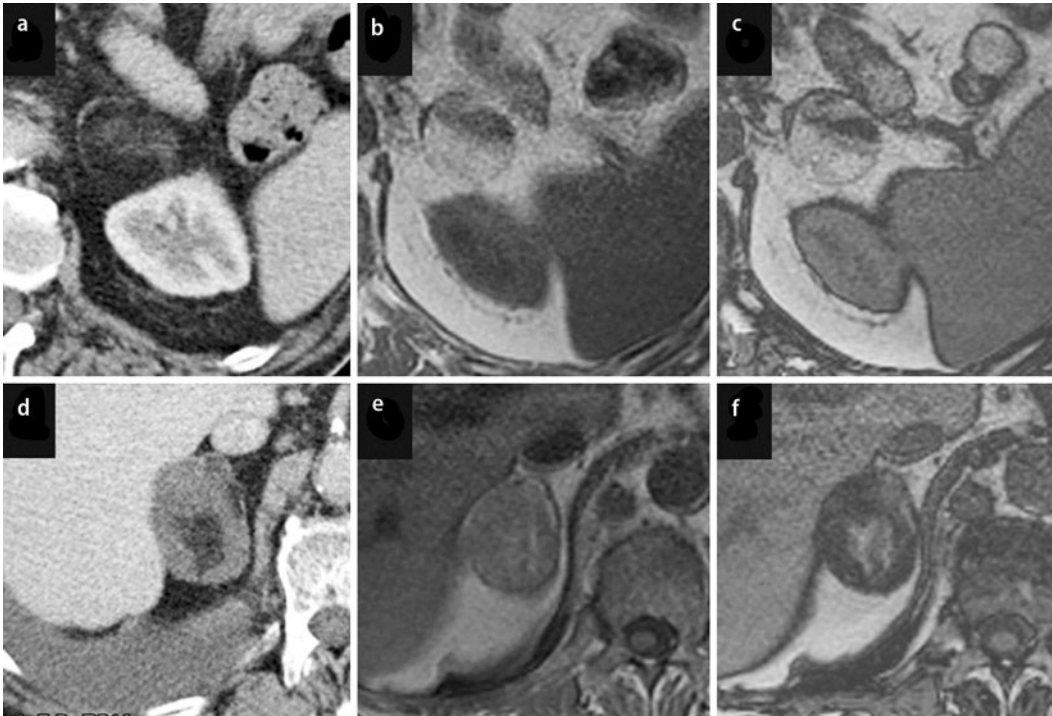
◀ Bilaterale Myelolipome. Links (a, b, c) ist das Myelolipom überwiegend fetthaltig. Rechts (d, e, f) liegt ein größerer Knochenmarkanteil vor. Im CT zeigen sich fetttypische hypodense Areale. Während im linken Myelolipom zwischen In-phase-(b) und Opposed-phase-Untersuchung (c) kein Signalabfall vorliegt, finden sich rechts Areale mit niedrigerem Signal in der Opposed-phase-Untersuchung (f), die auf eng benachbartes Knochenmark und Fettgewebe zurückzuführen sind
